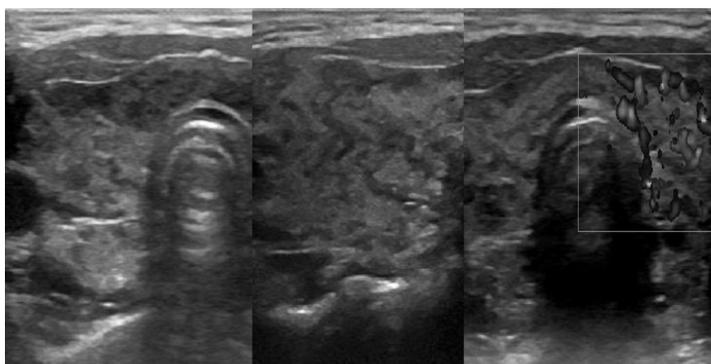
Больная А., 10 лет. На УЗИ щитовидная железа увеличена в 1,5 раза- 13 мл. На фоне неизменной паренхимы определяются гипозоногенные «змеи» (лимфоидная инфильтрация по ходу сосудов). Кровоток заметно усилен. Заключение: тиреоидит, гипертрофическая форма
